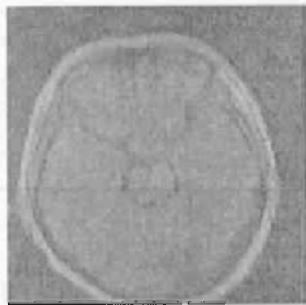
Данные компьютерной томографии больного М., 52 г. до проведения оперативного лечения
